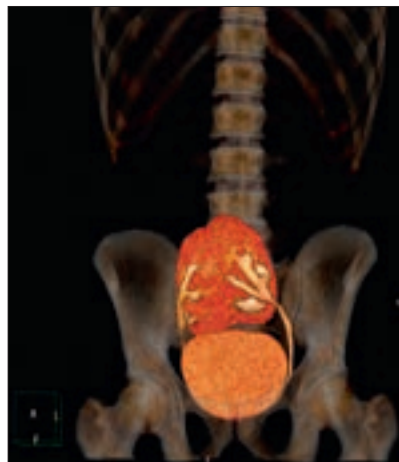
КТ с контрастированием, экскреторная фаза: 3D-компьютерное моделирование. Тазово-дистопированная галетообразная почка
